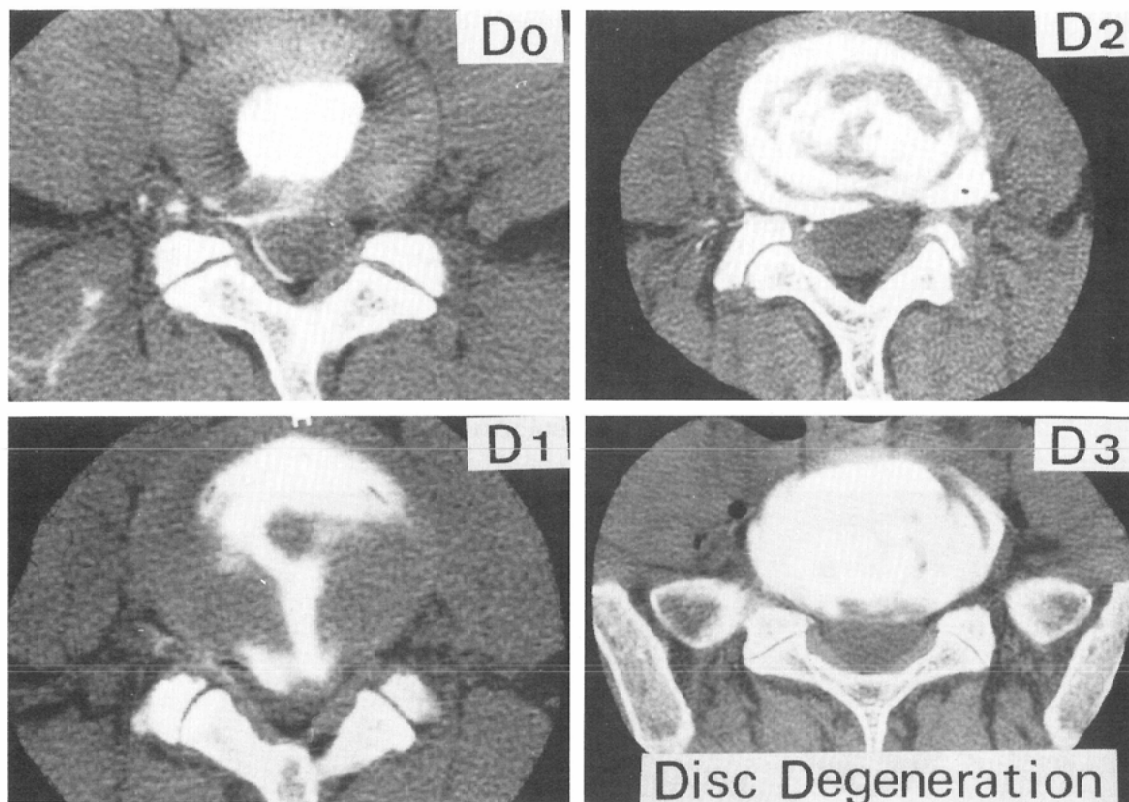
CT discographic gradation of disc degeneration
